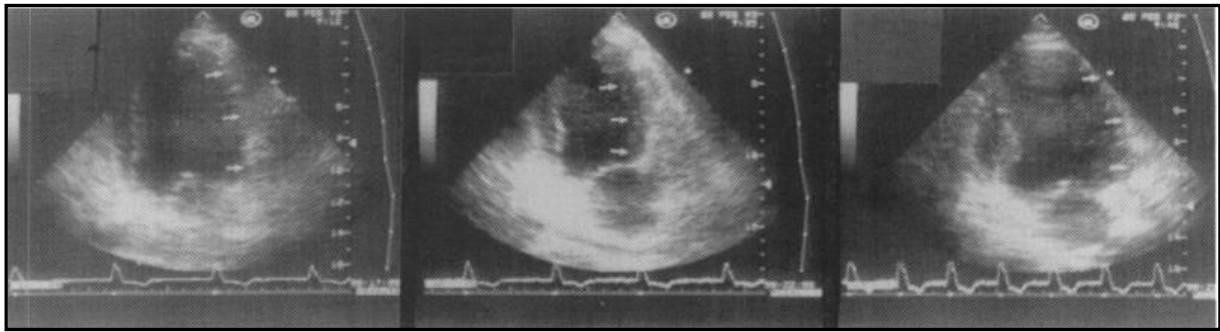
Ecocardiografia de sobrecarga com Dobutamina: Resposta Bifásica.
